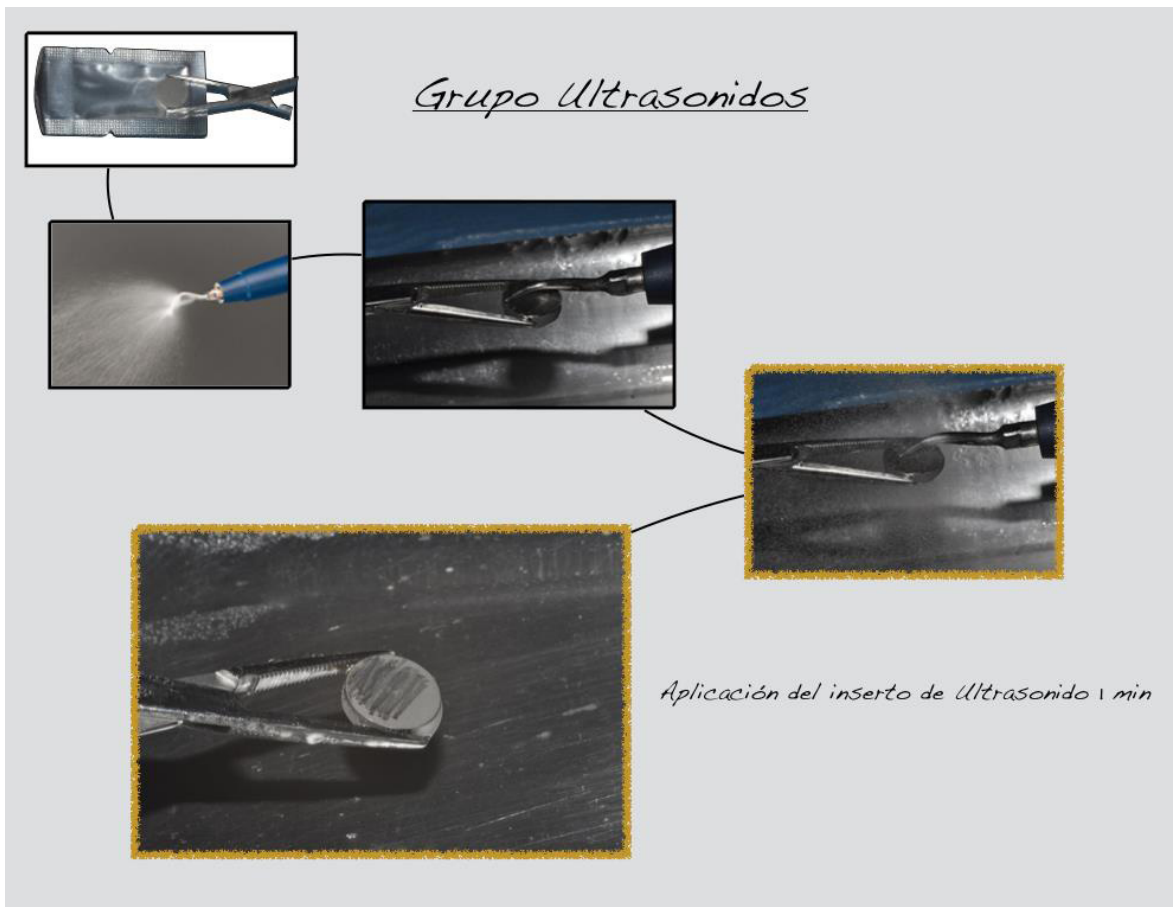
Tratamiento de los discos del grupo de Ultrasonidos (US).
